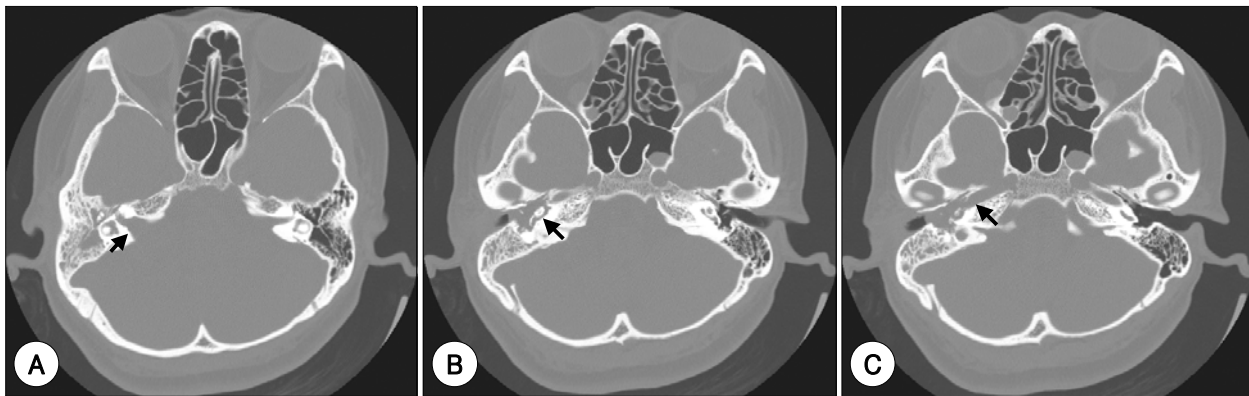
Temporal bone CT shows widening of right internal auditory canal (A), destruction of cochlea (B) and dehiscence of carotid canal (C) (arrows).
